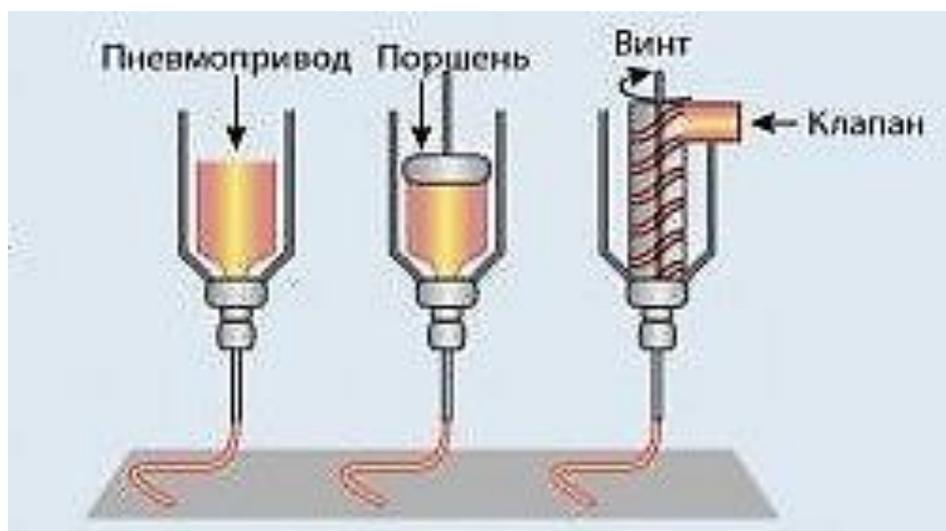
Микро-экструзионная биопечать
